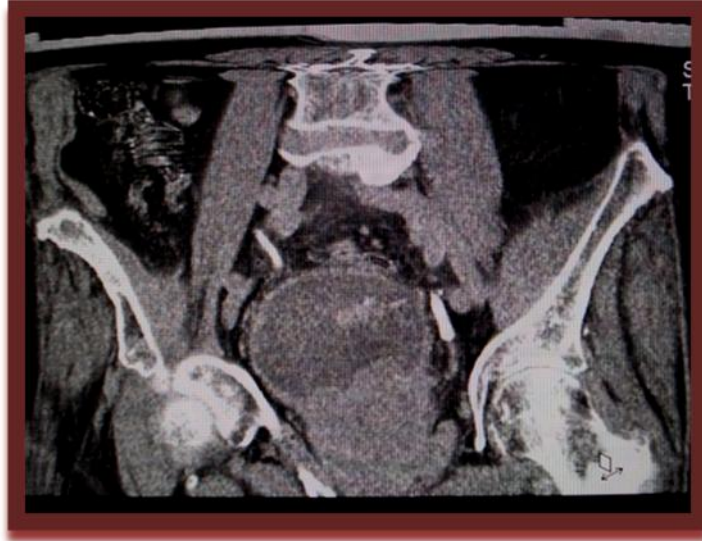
Estudio de Uro TC fase de eliminación, muestra próstata aumentada de tamaño y densidad heterogénea con importante reforzamiento a la aplicación de medio de contraste que condiciona elevación e infiltración del piso vesical por cáncer prostático.
